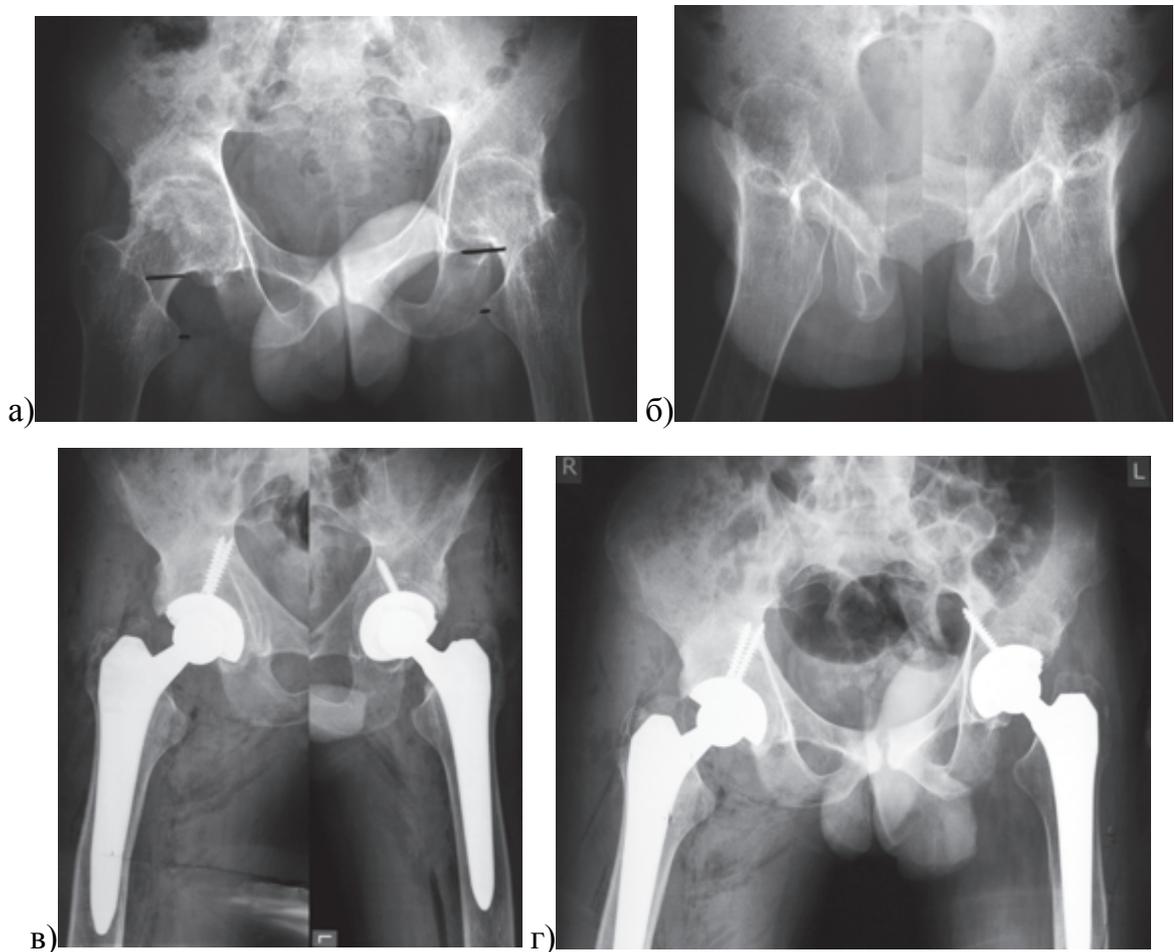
Рентгенограммы пациента 32 лет с анкилозирующим спондилоартритом и поражением обоих тазобедренных суставов: а) обзорная рентгенограмма таза; б) рентгенограммы правого тазобедренного сустава в боковой проекции, отсутствуют изменения в проксимальном отделе бедренной кости, сохранен нормальный офсет; в) вертлужные компоненты имплантированы в анатомическую позицию; г) через 12 месяцев после выполнения эндопротезирования ТБС
